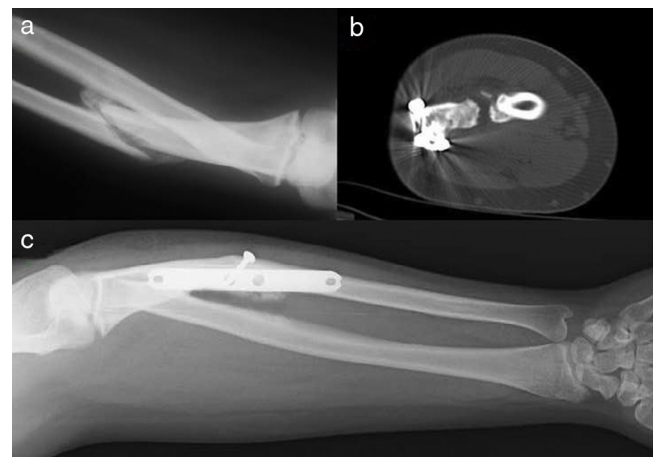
En la imagen (a) se aprecia la sinostosis secundaria a consolidación viciosa de cubito, y en la (b) la TAC postoperatoria donde se aprecia separación ósea en la zona de sinostosis. En la imagen (c) se aprecia la radiografía postoperatoria con correcta consolidación sin recurrencia de la sinostosis.
